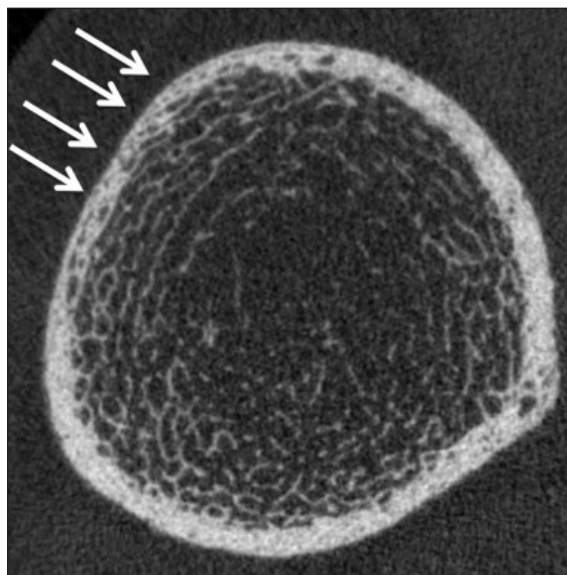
TC periferica quantitativa ad alta risoluzione della tibia distale di una donna in post menopausa con diabete di tipo 2 e frattura da fragilità. Ben evidente il dettaglio dell'architettura trabecolare e l'aumentata porosità corticale (freccia), che è un reperto tipicamente associato alle fratture da fragilità nei diabetici.
